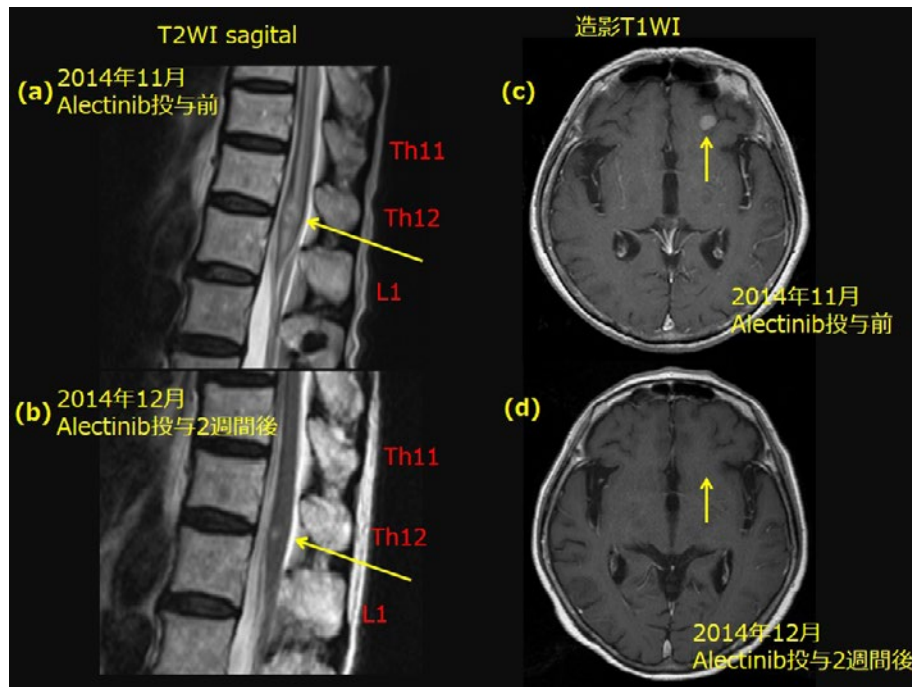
脊髄MRI T2強調像と頭部造影MRI T1強調像(症例4)。(a)アレクチニブ投与前。Th12とL1の間に結節影を認めた(矢印)。(b)アレクチニブ投与2週間後。結節影は縮小した(矢印)。(c)アレクチニブ投与前。脳転移を認めた(矢印)。(d)アレクチニブ投与2週間後。脳転移の消失を認めた(矢印)。
